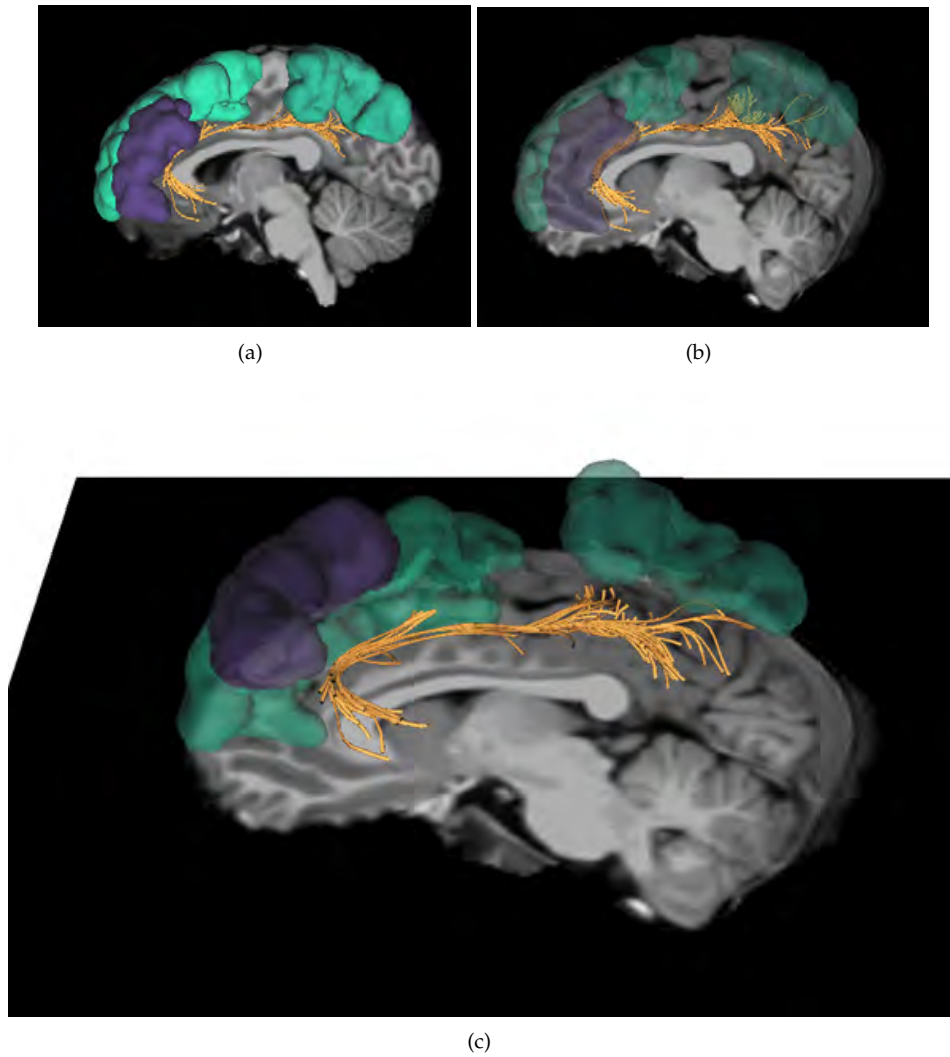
MRI con regiones activas y el tracto Cingulum Parolfactoru izquierda: (a) vista sin transparencia en las regiones, (b) vista con transparencia y (c) vista con inclinación.
